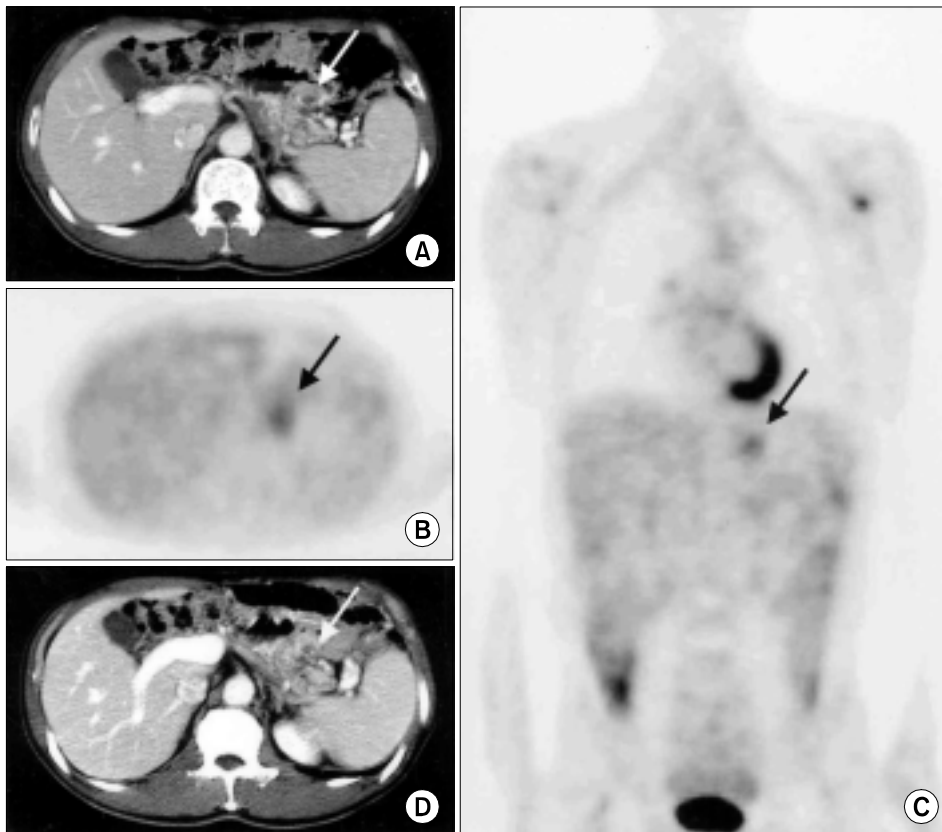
A case of false-positive in abdominal CT scan and negative in FDG-PET. (A) Recurrence of IPMN was suspicious in CT scan. (B) and (C) showed slightly increase FDG uptake (SUV: 1.8) (arrow). (D) This lesion was not changed in follow-up CT scan after 22 months (Case 12).
